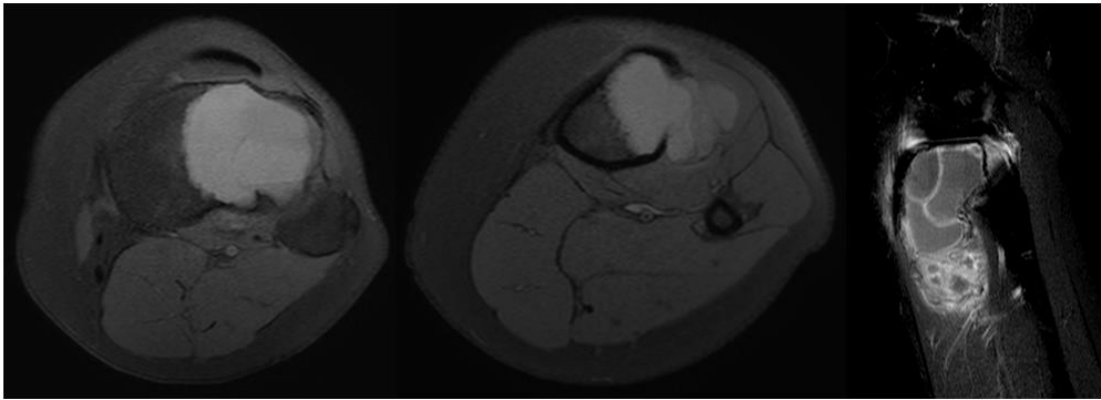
Cisto ósseo aneurismático: Fem, 29 anos, tíbia proximal, classificação 1C (ressonância), >2/3 preenchido de nível líquido, conteúdo sólido, massa de tecidos moles, ausência de fratura. Pontuação 4.
